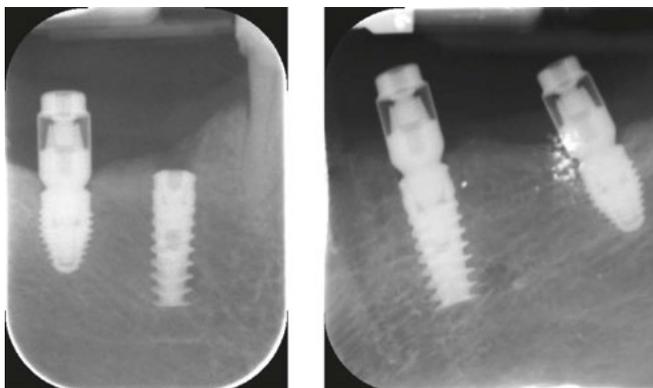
Radiografía periapical de control post-quirúrgico.
